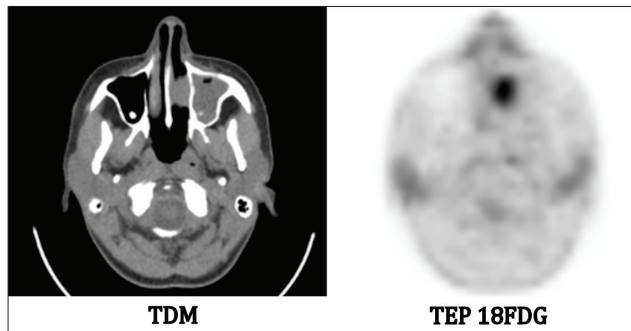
Femme de 34 ans présentant un MM de la fosse nasale gauche avec une fixation initiale (SUVmax à 7). Récidive locale à 10 mois après chirurgie puis récurrences hépatique et osseuse à 19 mois.
